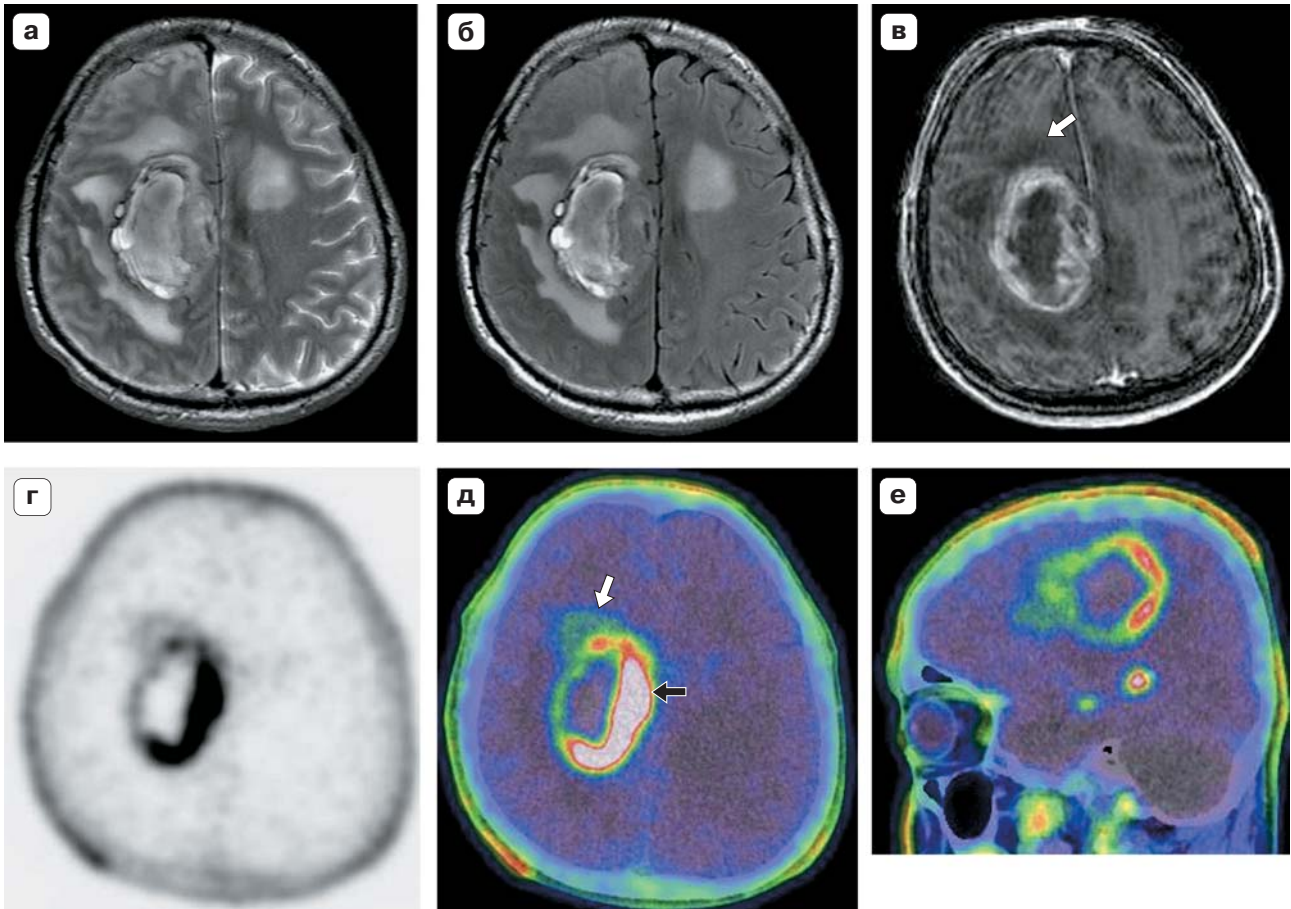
МР- и ПЭТ-изображения с ^{18}F -холином. Глиобlastома правой лобной области. При МРТ в режимах T2 (а), FLAIR (б) и T1 с контрастным усилением (в) в правой лобной области выявляется крупное образование с признаками центрального некроза, активно, преимущественно по периферии накапливающее контрастное вещество. На ПЭТ-изображениях в проекции солидного участка опухоли парасагиттальной локализации отмечается выраженное повышение накопления РФП – 6,53, увеличивающееся в динамике –7,09 (черная стрелка). В участке опухоли по переднему полюсу образования на ПЭТ-изображениях (г), в режиме fusion в аксиальной (д) и сагиттальной (е) проекциях (белая стрелка), который не накапливает контрастное вещество при МРТ, значения maxSUV1 составили 3,9 и maxSUV2 – 4,2 на втором этапе сканирования, в зоне некротических изменений – 0,4 и 0,3 и в левой теменной области “норма” слева 0,99 и 0,81 соответственно.
